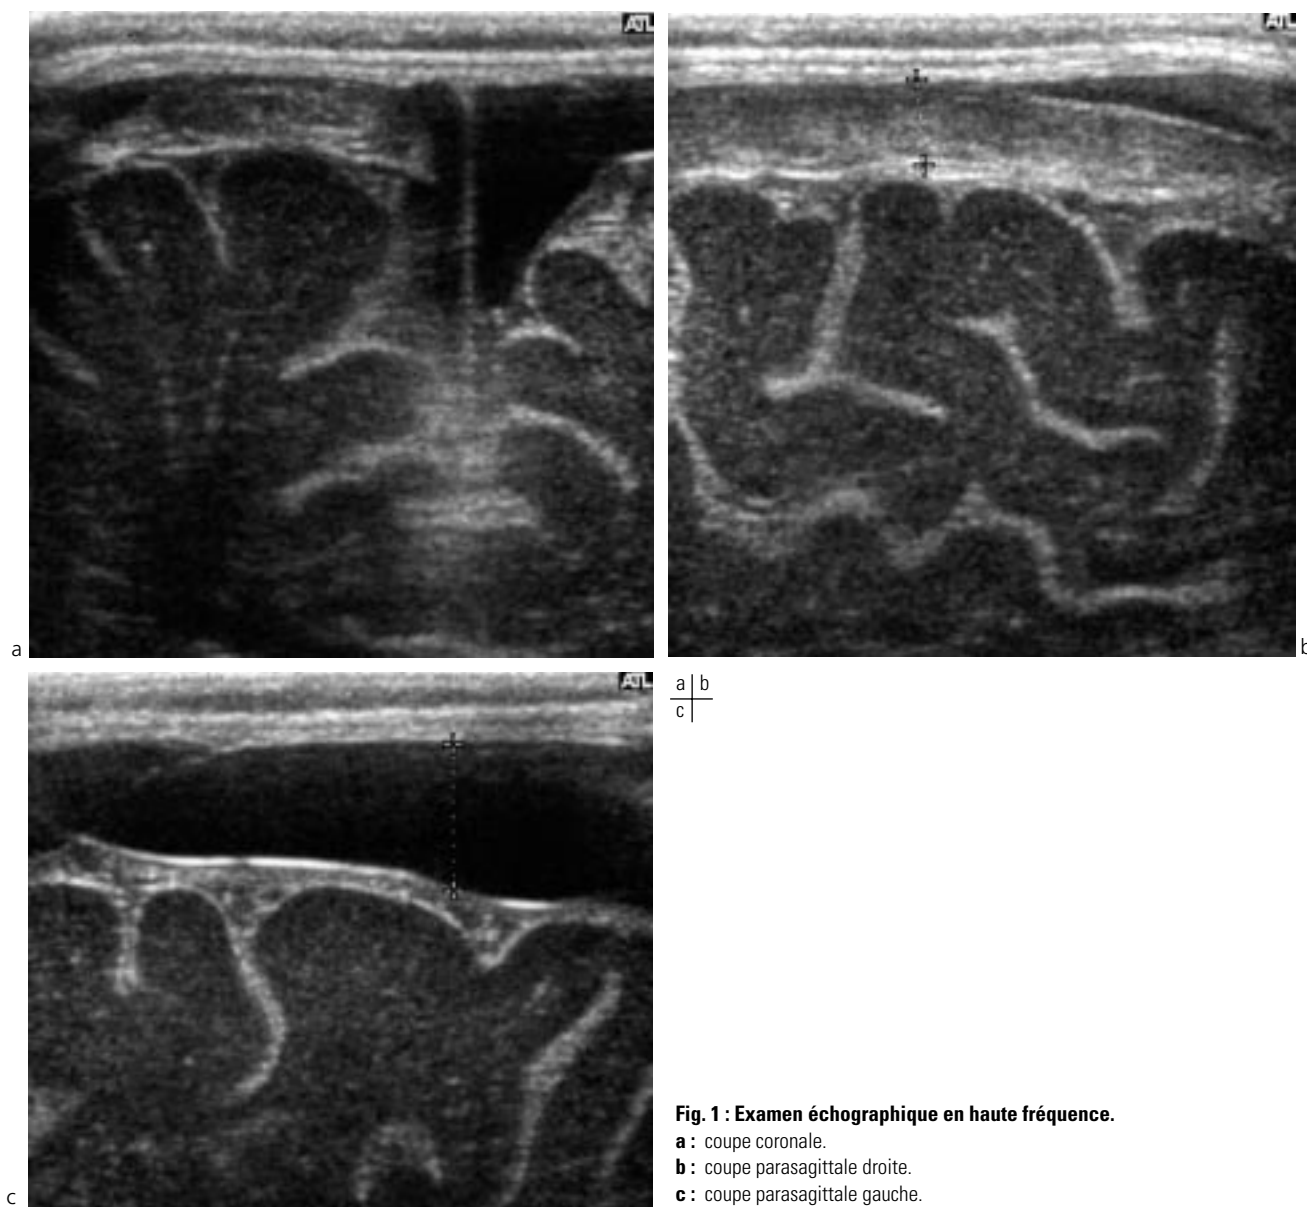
Examen échographique en haute fréquence.
